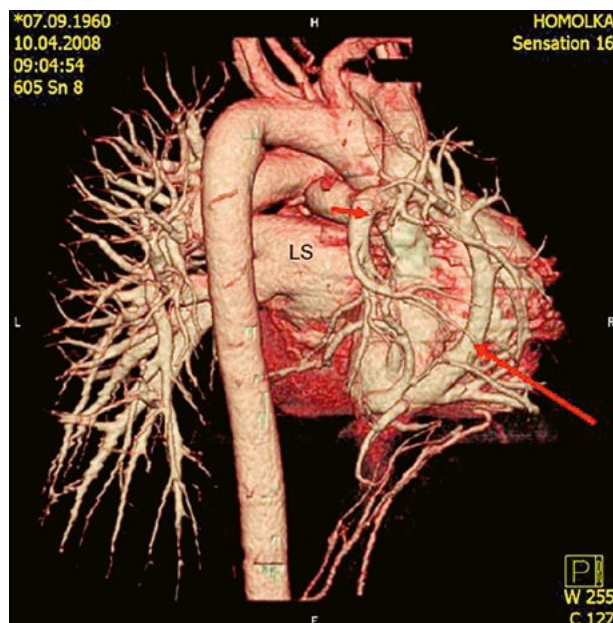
CT angiografie s 3D rekonstrukcí, pohled zezadu. Parciální anomální návrat levé horní plicní žíly do levé v. brachiocephalica (PAPVC), anomální plicní žíla označena červenou šipkou.
